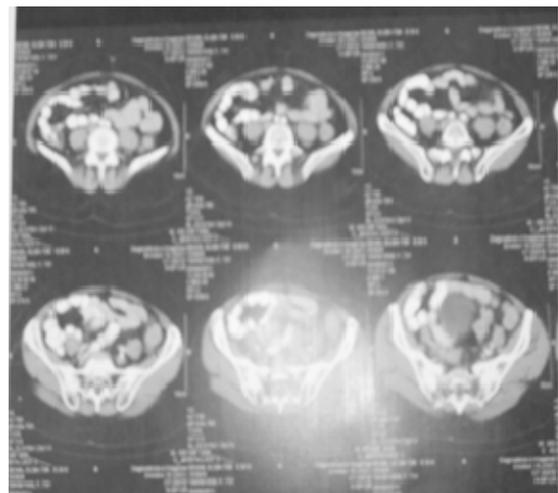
TAC abdomino-pélvico normal (año 2011)
